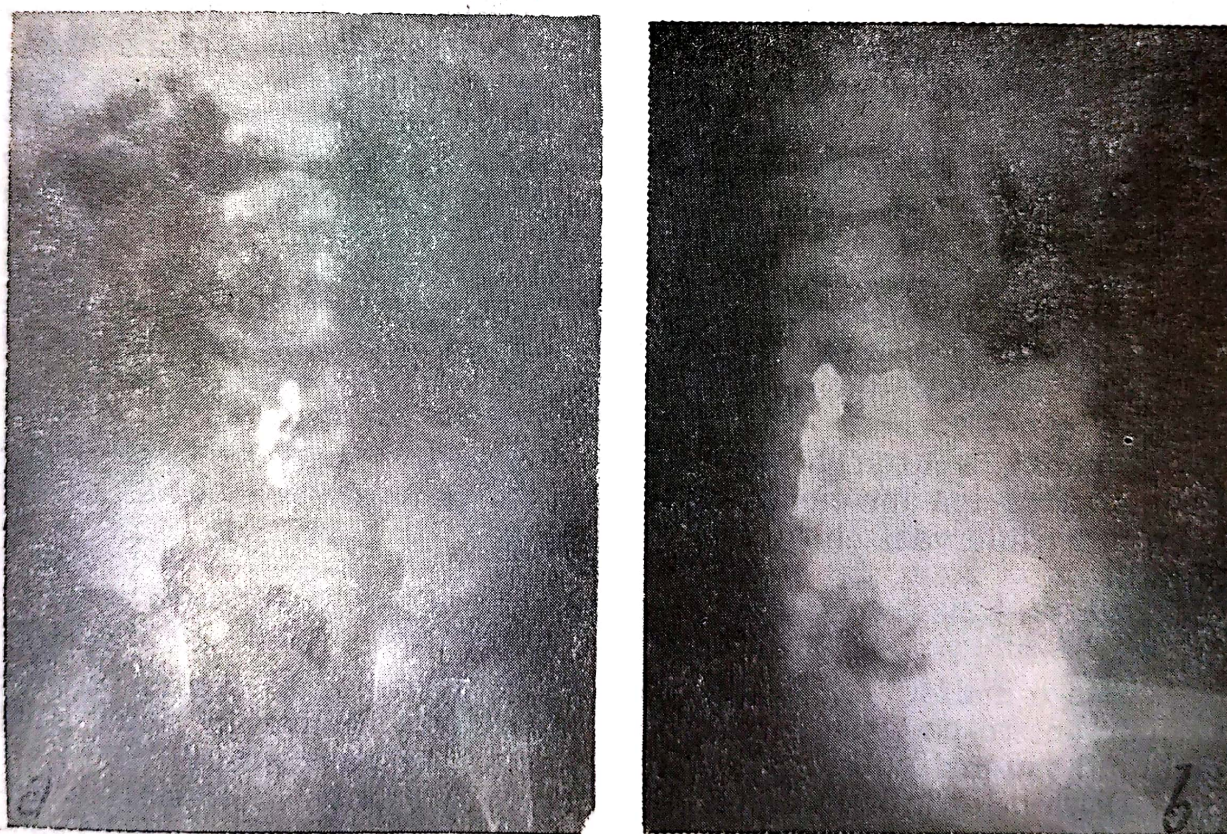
Radiografia coloanei vertebrale lombare. Injectarea fistulei dermale spinale cu lipiodol superfluid.
